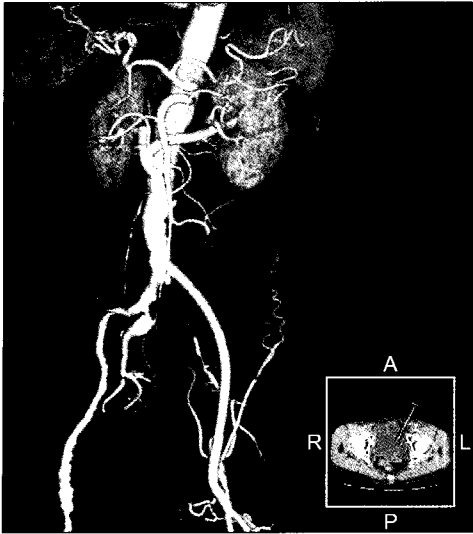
Postoperative CT angiography (3D reconstruction) shows good patency of bypass graft between aorta to both renal artery and left femoral artery.
